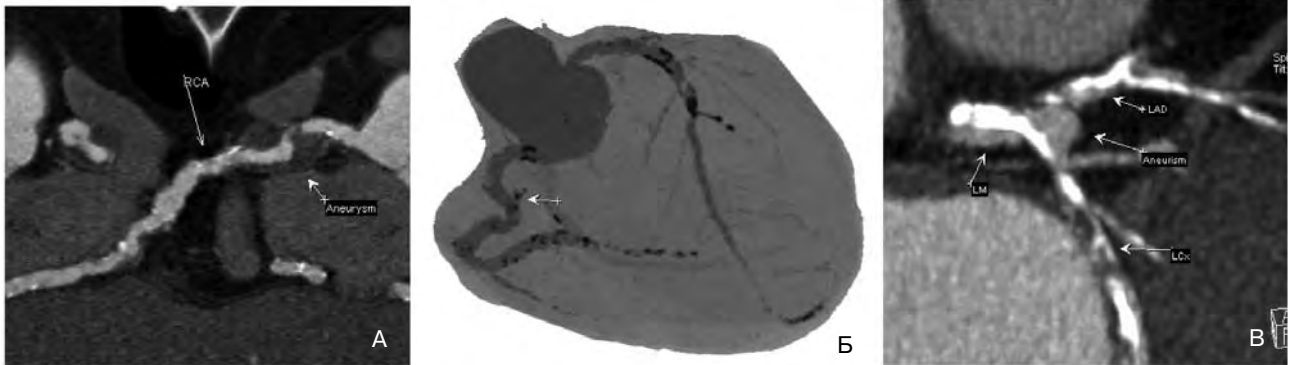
Анеризми коронарних артерій. А., Б. Циркулярно затромбована анеризма правої коронарної артерії (RCA), криволінійна та 3D реконструкції. За допомогою КТ-коронарографії достовірно видно анеризматичне розширення правої коронарної артерії у проксимальному відділі з частковим пристінковим тромбозом анеризми. На тривимірних реконструкціях у ангиографічному вигляді анеризми не візуалізується через відсутність контрастування її просвіту, що виключає виявлення анеризми під час селективної інвазивної коронарографії (положення анеризми вказано стрілкою). В. Мішотчаста анеризма в місці біфуркації лівої голвної коронарної артерії (LM) на ліву передню низхідну (LAD) та ліву огинаючу (LCx) артерію.
